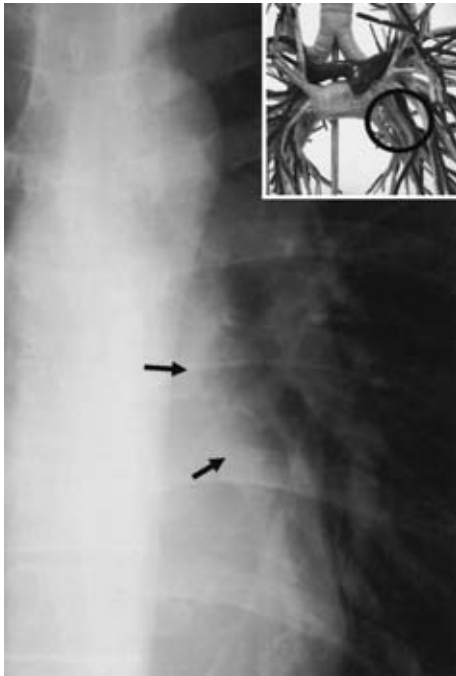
Chest radiograph showing a radiolucent zone in the left hilum (arrow). This zone lacks large pulmonary vessels (circle in the model).
